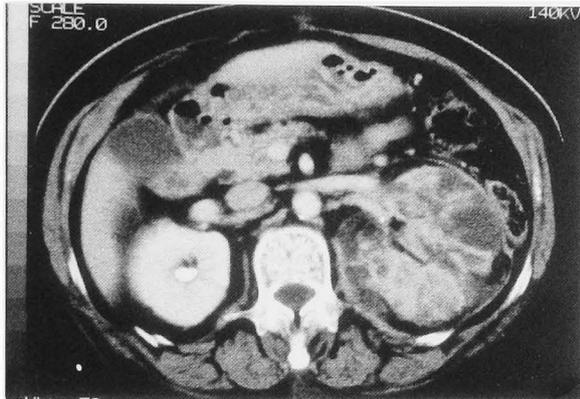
Enhanced CT of case 3 revealed the enlarged left kidney. Heterogeneously enhanced region spread over the kidney to the perinephric space.
